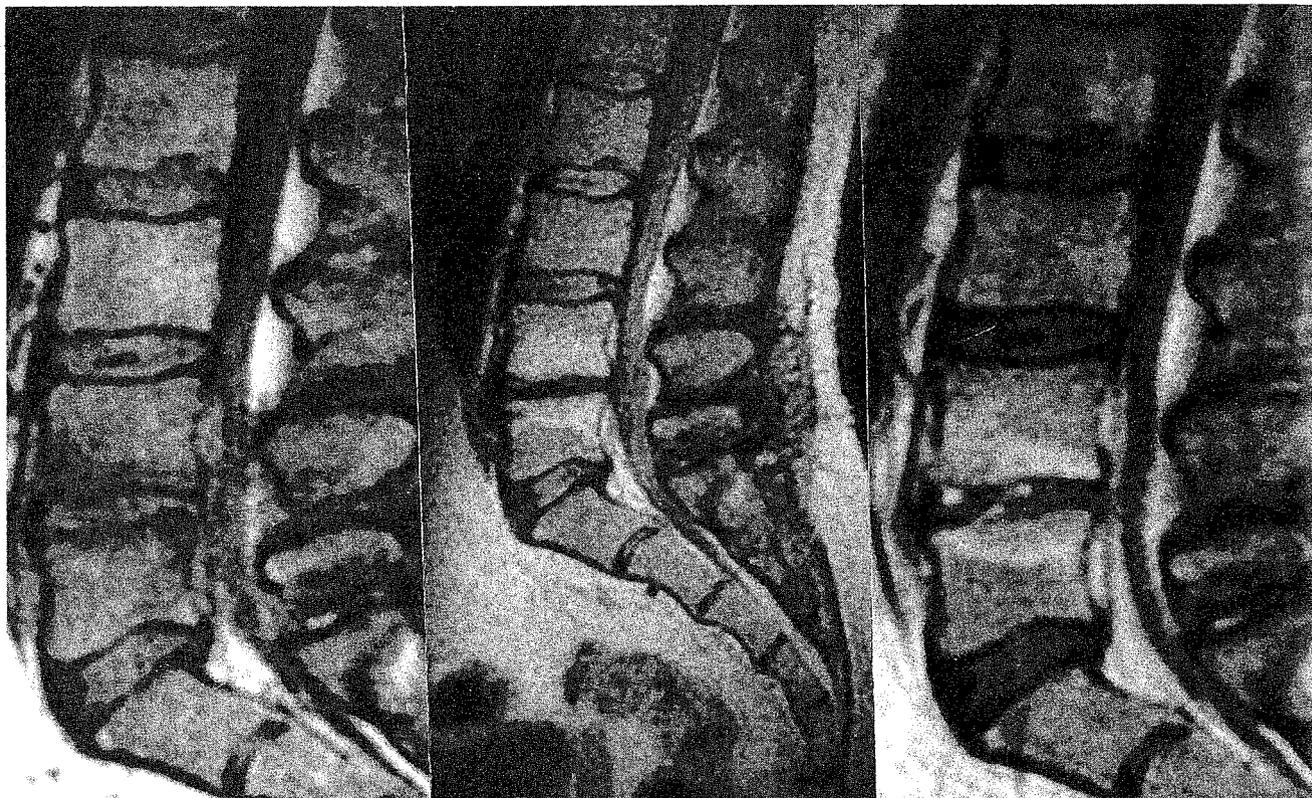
Resonancia Magnética practicada a las 3 semanas del comienzo de la sintomatología: Hiposeñal a nivel de los plattos de L4-L5, que se comportan como hiperseñal en T2 y con realce en T1 tras la administración de Gadolinium (Caso 6).
